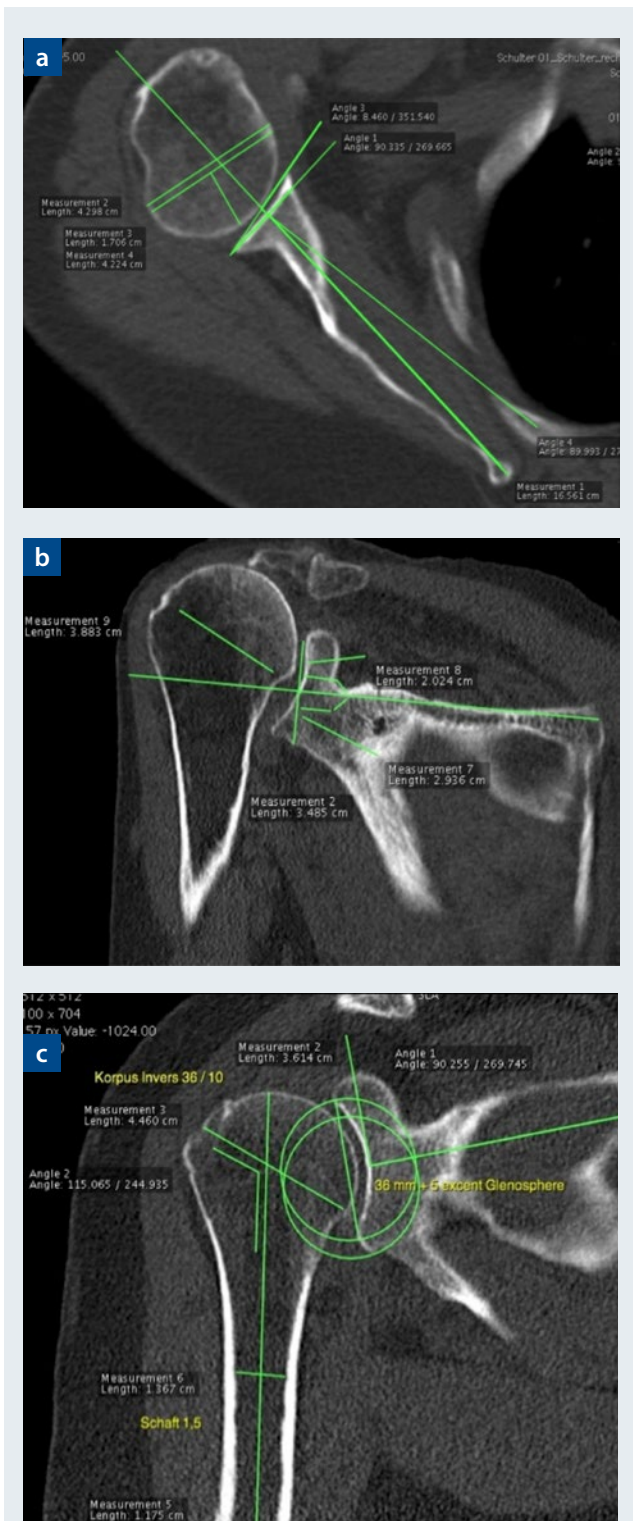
Manuelle Planung an CT-Schnittbildern: (a) Festlegen der humeralen und glenoidalen Resektionsebene in der axialen Schicht; (b) Planung der glenoidalen Basisplatte in der koronaren Schicht; (c) Planung des Schaftes und der Glensphere in der koronaren Schicht
